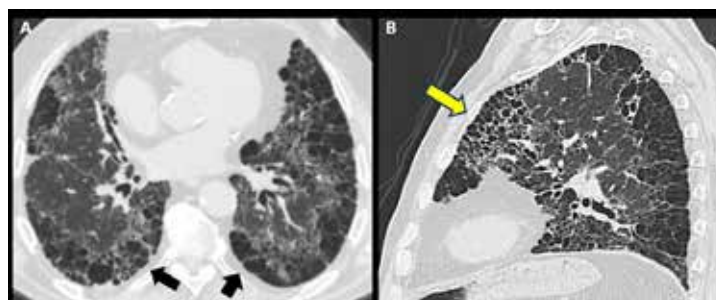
Tomografía de tórax con patrón de UIP. A) Panalización basal y subpleural (flechas negras) asociado a bronquiectasias y aumento del retículo. B) Panalización en lóbulo superior en el segmento anterior (flecha amarilla).
